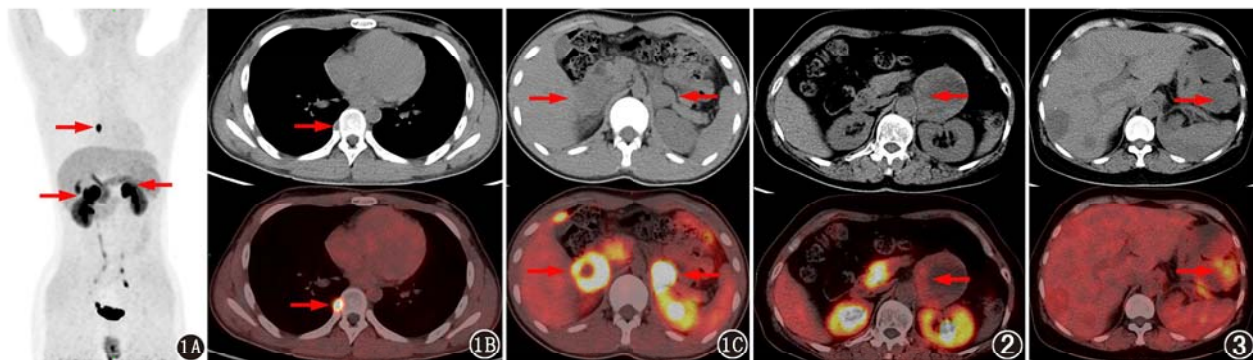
嗜铬细胞瘤(PCC)患者(男,13岁)¹⁸F-L-6-氟-3,4-二羟基苯丙氨酸(FDOPA)PET/CT显像图。1A. PET最大密度投影(MIP)图可见¹⁸F-FDOPA阳性病灶(箭头示);1B. CT及PET/CT示右侧第8肋根部见大小约9 mm×6 mm软组织结节(箭头示);1C. CT及PET/CT示双侧肾上腺阳性病灶(箭头示),另有右侧第8肋根部阳性病灶(亦见于1B) 图2 皮脂腺癌转移患者(男,60岁)¹⁸F-FDOPA PET/CT显像图。患者皮脂腺癌术后3个月发现肝内及腹腔多发病变,腹腔内部分病变显像结果为阳性(箭头示) 图3 副神经节瘤(PGL)患者(女,63岁)¹⁸F-FDOPA PET/CT显像图。腹膜后PGL病灶显像结果为阴性(箭头示)
